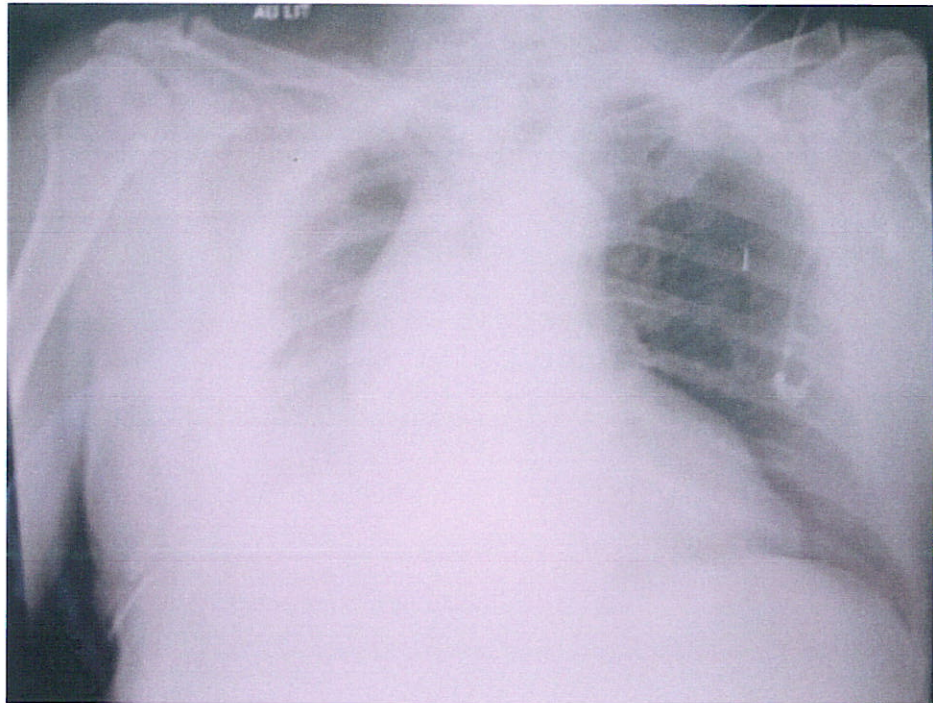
radiographie pulmonaire du 29.09.06.
